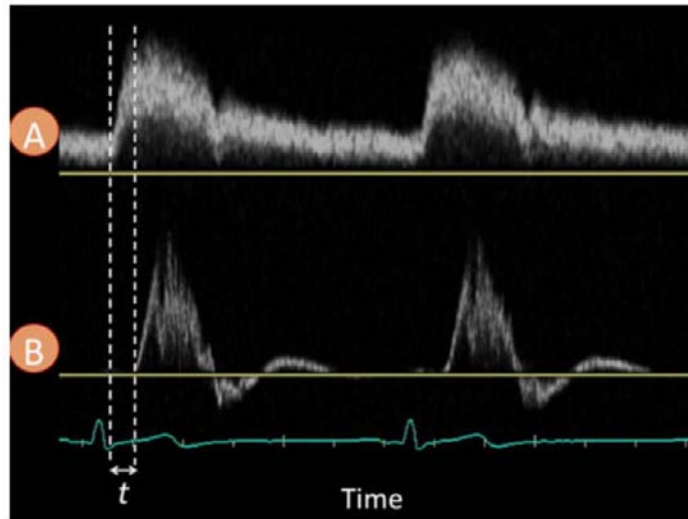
Medición del tiempo “foot-to-foot” entre ondas doppler simultáneas en arteria carótida (A) y femoral (B). De: Chirinos JA. J of Cardiovasc Trans Res 2012;5:243-255 (148)
